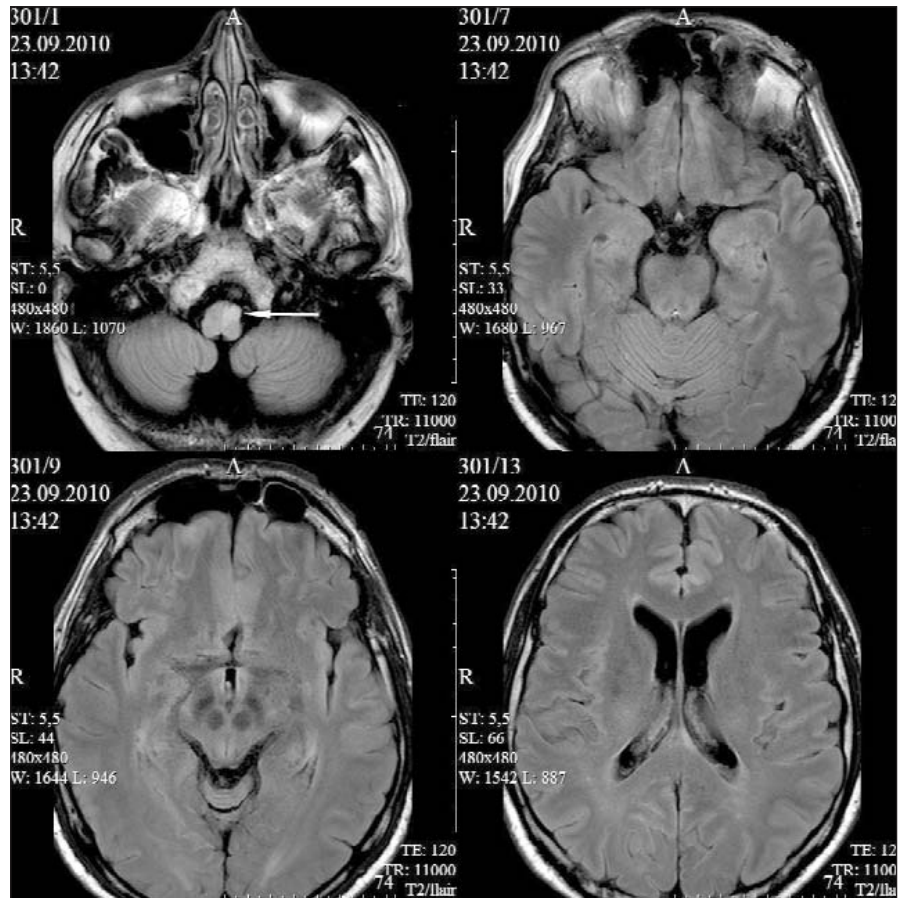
МРТ головного мозга пациента Г., 53 лет. Очаг в области основания продолговатого мозга слева (стрелка)
